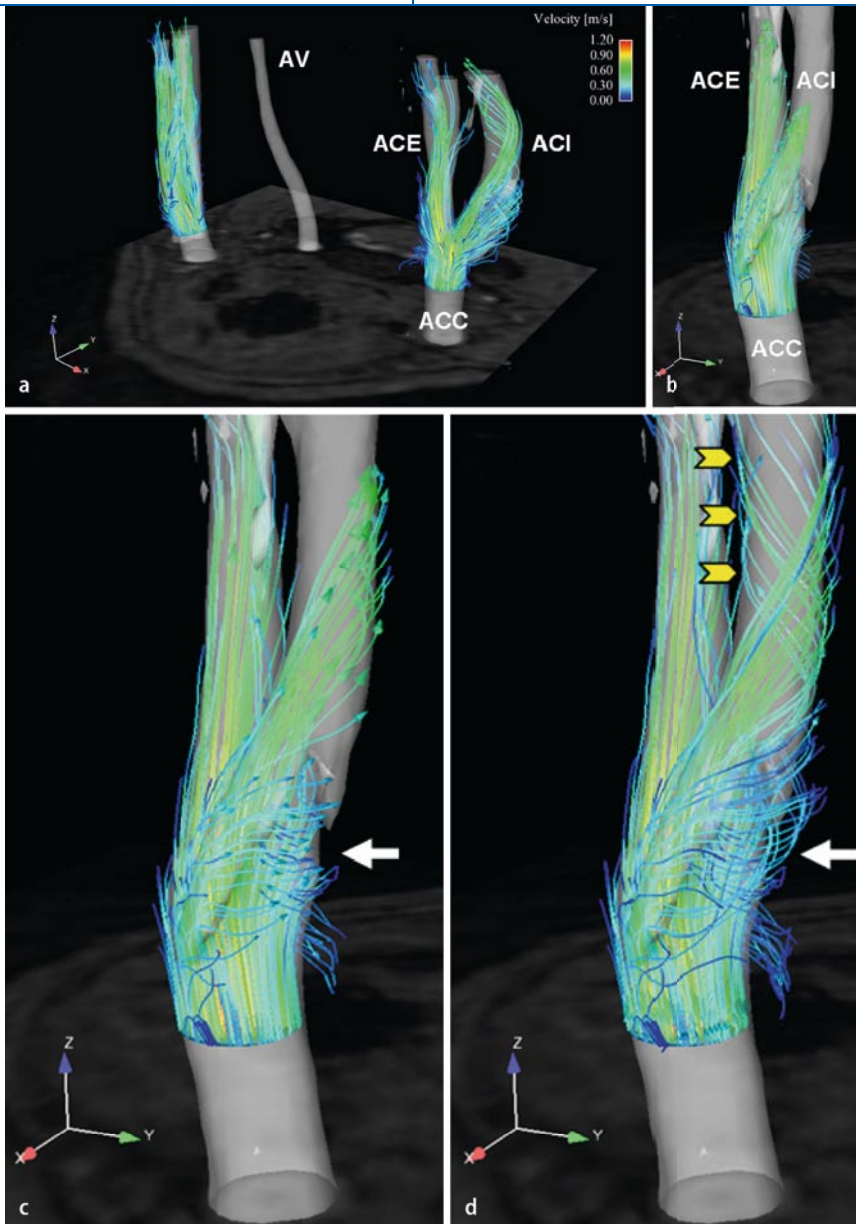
▲ Darstellung des 3D-Blutflusses in den Karotiden einer gesunden Probandin. a Strömungsvisualisierung beider Karotiden im Überblick ausgehend von Emitterebenen in der Arteria carotis communis (ACC), b–d Ansicht der linken Karotisbifurkation in Vergrößerung von dorsolateral. b Frühe Systole mit Füllung der Arteria carotis externa (ACE) vor der Arteria carotis interna (ACI), c im Bulbus zeigen sich zur Strömungsrichtung nahezu senkrecht verlaufende „particle traces“ (weißer Pfeil), die eine Rotationsbewegung einleiten, die weiter distal (d) bereits mehr als 180° beträgt (gelbe Pfeile). Dies entspricht dem typischen, physiologischen Helixfluss, der angedeutet auch mit der 2D-Duplexsonographie in der proximalen ACI sichtbar ist. AV Arteria vertebralis. Die Farbkodierung entspricht den abgolemessenen Geschwindigkeiten in m/s
